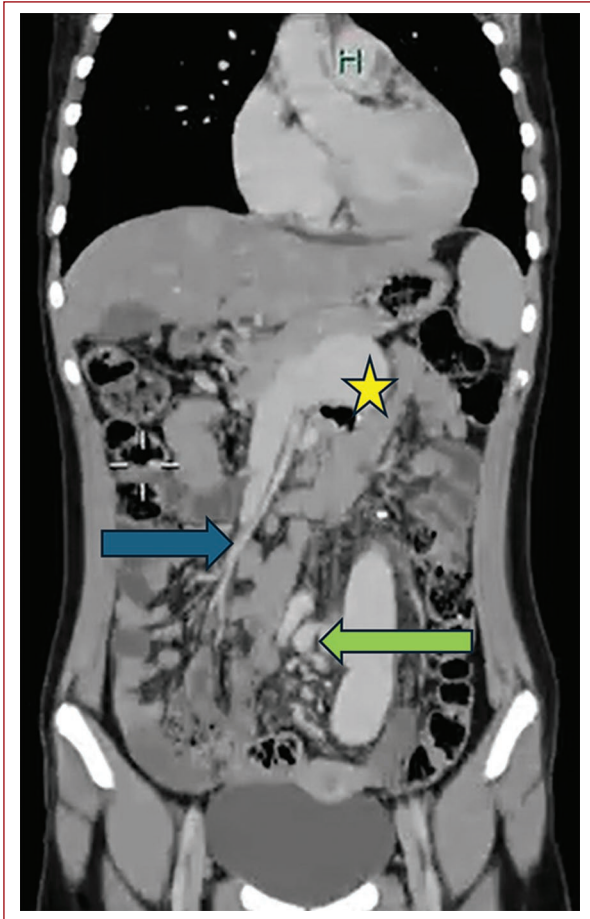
Angiotomografía en fase venosa corte coronal en la que se muestra con estrella amarilla la duplicidad de la vena cava, con flecha azul la vena mesentérica superior discurriendo junto con su arteria homónima, con flecha verde se marca la vena mesentérica inferior y un plexo venoso adyacente que drenan a la porción inferior de la duplicidad de la vena cava de lado izquierdo.
